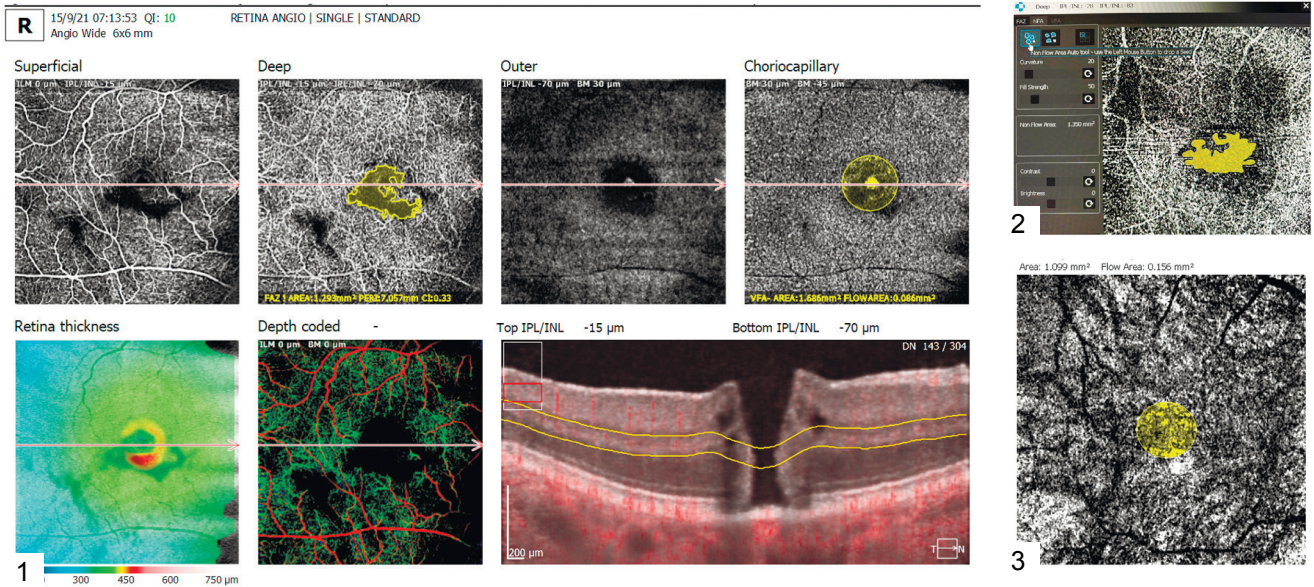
Вимірювання фовеолярної аваскулярної зони в глибокому ретинальному сплетінні, зони перфузії хоріокапілярів у площі вимірювання, що відповідає площі диску зорового нерва (загальний вигляд інтерфейсу програмного забезпечення томографа).
